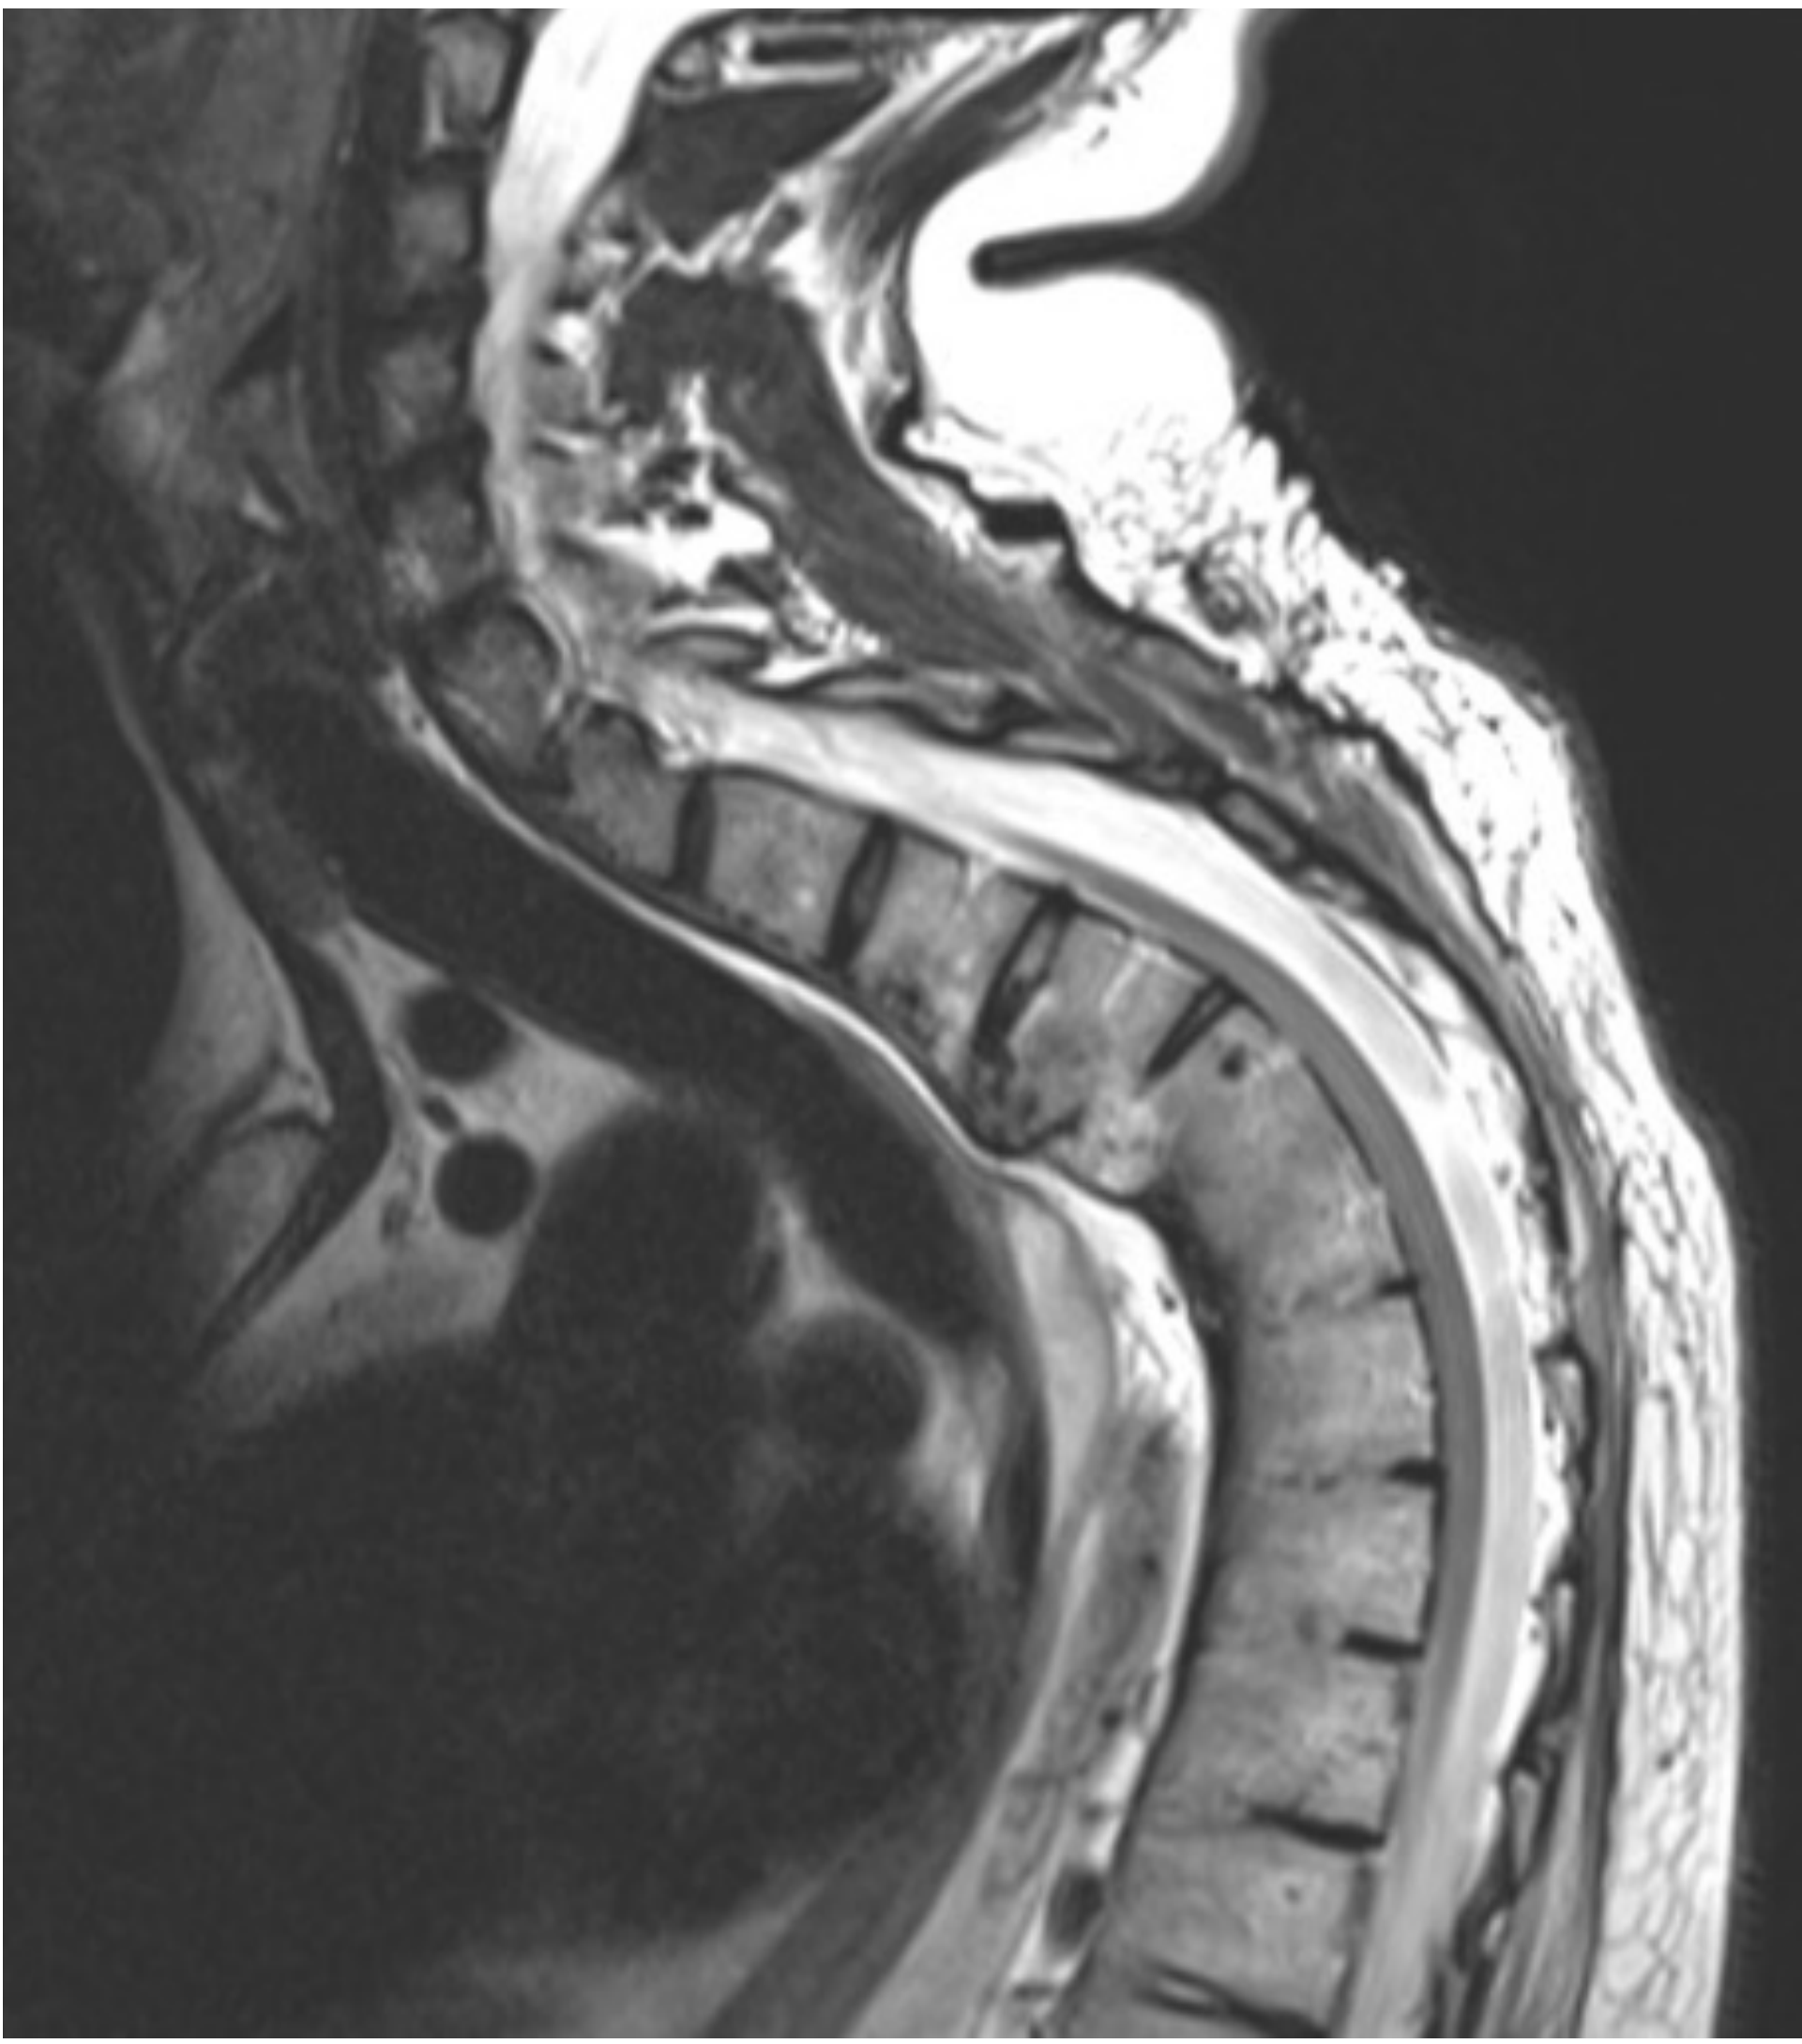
Resonancia magnética. Se aprecia la fusión vertebral circunferencial T4-T9 con la médula adherida y discopatía T3-T4.
